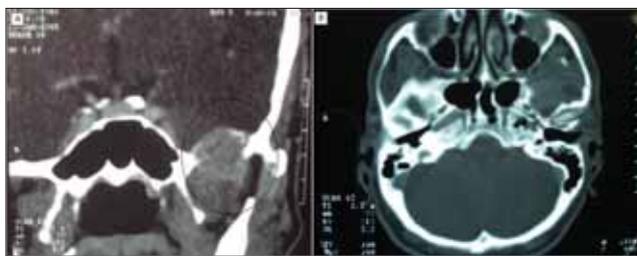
Tomografia computadorizada, cortes coronal (A) e axial (B), demonstrando massa tumoral em fossa infra-temporal à esquerda, invadindo fossa cerebral média, sem comprometimento do osso temporal (círculo).
